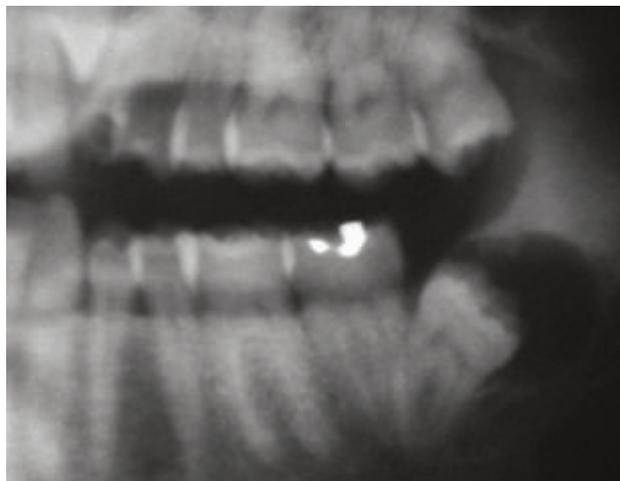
Radiografía panorámica. Caso 2.
